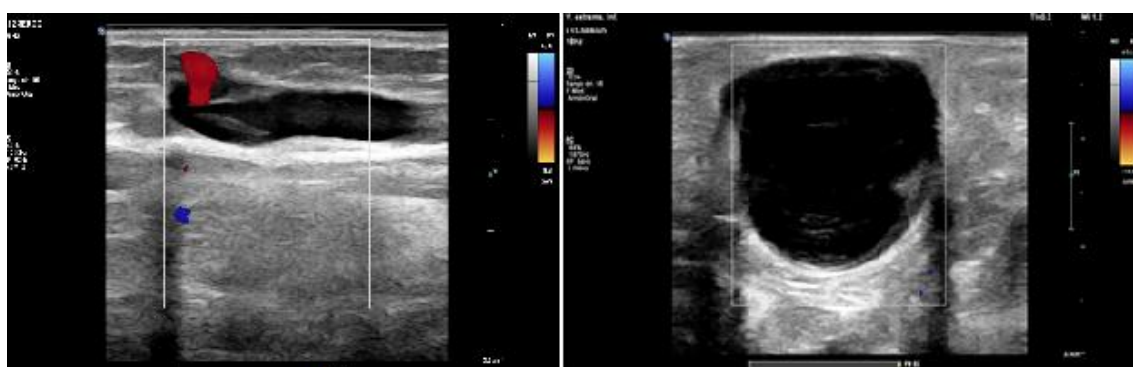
Ecografía Doppler color. Mujer de 60 años. Muslo derecho, región antero-medial. Estructura tubular superficial, de aspecto varicoso con ausencia de señal Doppler color y defecto de relleno. Hallazgos sugestivos de varicotrombosis.
